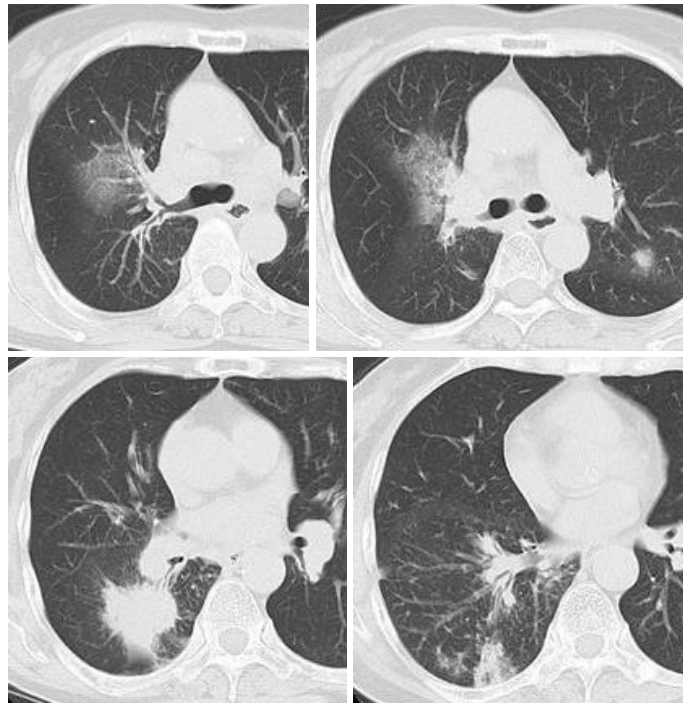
胸部単純CT (初診時). 右下葉に42 mm大の充実性腫瘍, 両側上葉と右下葉の淡い結節影, 右上葉の境界明瞭なすりガラス影, 両側縦隔リンパ節の病的腫大のほか, 両側下葉に小葉間隔壁と気管支血管束の不整肥厚および胸膜下小結節を認め, 癌性リンパ管症が生じているものと考えられた.
